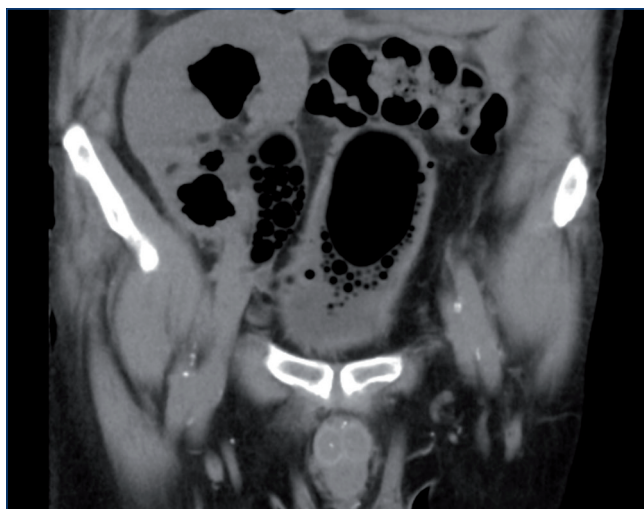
Renal CT scan performed on admission, coronal plane, revealing enlargement of the renal allograft, presence of multiple gas bubbles on the renal parenchyma, calyces, renal pelvis and bladder.
